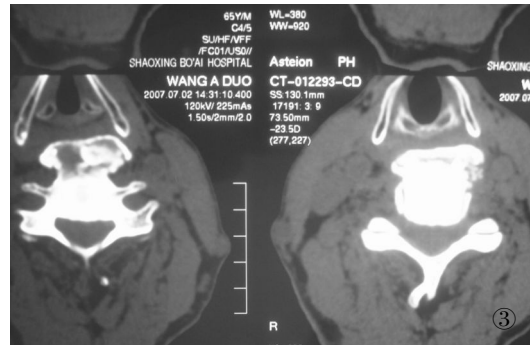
CT显示椎体前纵韧带骨化,厚度达椎体前后径2/3
